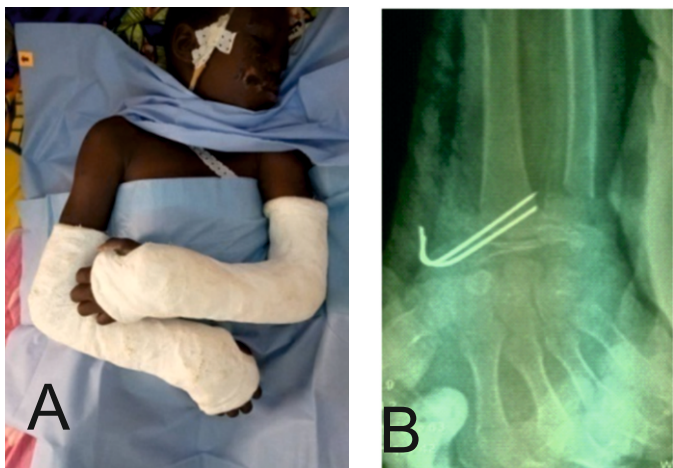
photographie de la contention en BABP chez un patient de 11 ans après réduction d'une fracture décollement épiphysaire bilatérale du radius distal (a). Radiographie de contrôle d'une fracture décollement épiphysaire type II de Salter et Harris traitée par brochage en canon de fusil du radius (b) ; immobilisation attelle plâtrée postérieure BABP (c).
